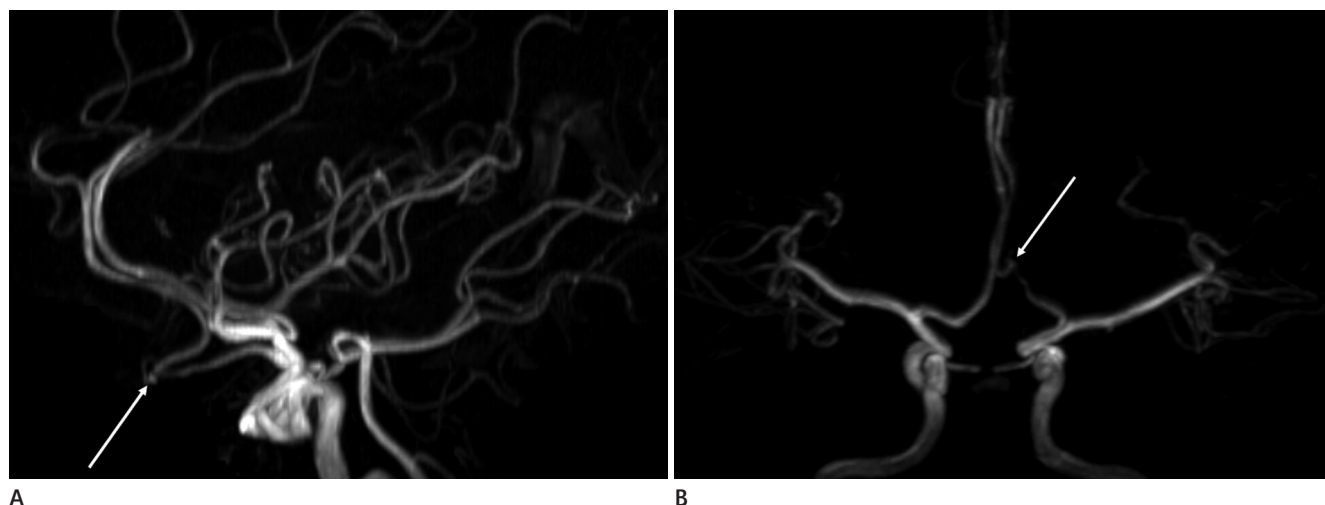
Case 13. A 55-year-old female for health screening. Lateral (A) and half inferosuperior (B) projections of the time of flight magnetic resonance angiography show the left persistent primitive olfactory artery with the arterial bulging in hair pin turning point (white arrows).
